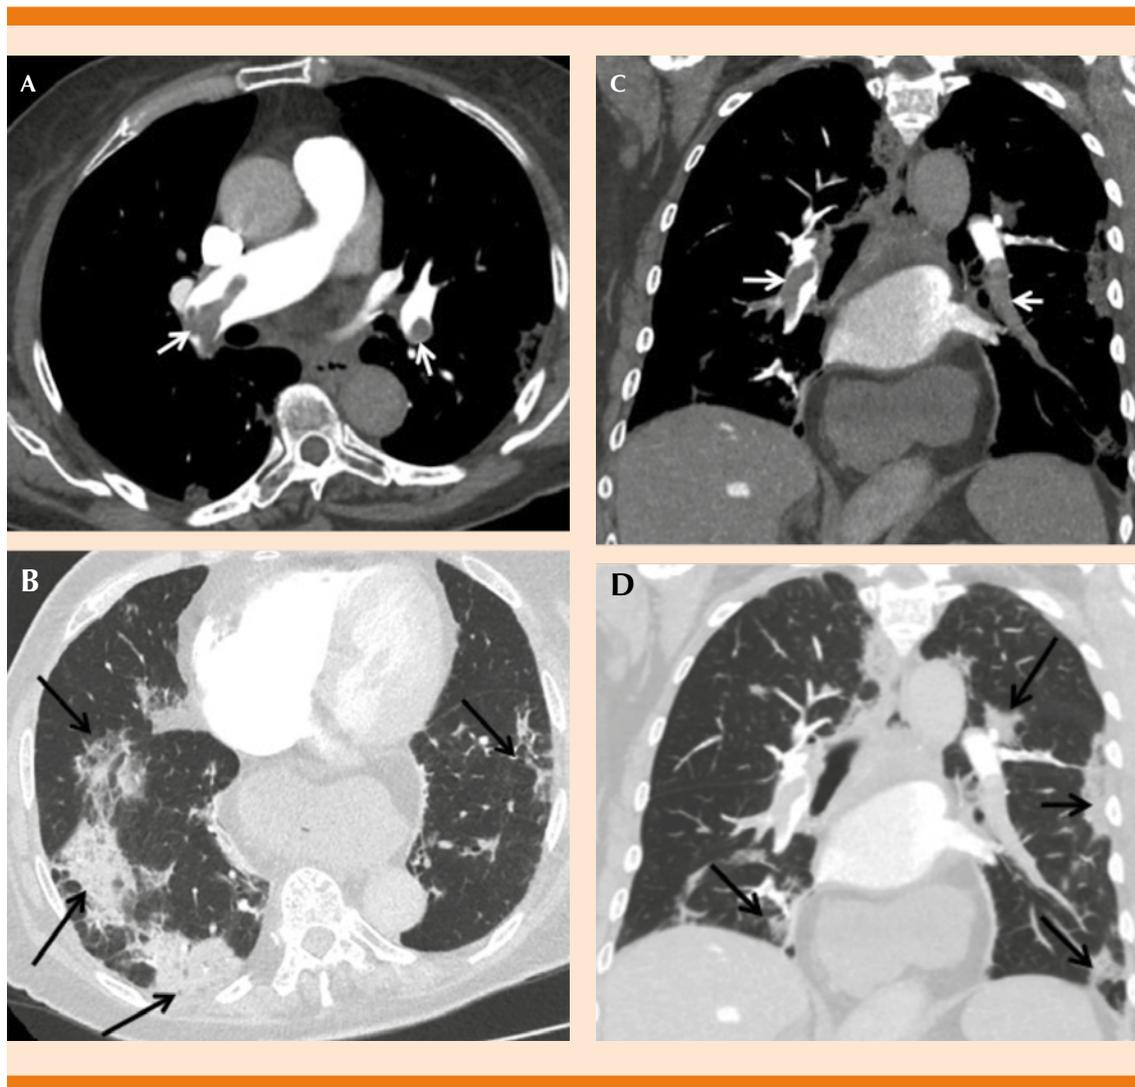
Paciente COVID-19 positiva con neumonía bilateral y tromboembolismo pulmonar bilateral. Angio-TC torácica tras la administración de contraste intravenoso en plano axial y ventana de mediastino (A), ventana pulmonar (B) y reconstrucciones en plano coronal con ventanas de mediastino (C) y pulmonar (D). Existen grandes defectos de repleción en las arterias pulmonares principales y lobares (flechas blancas), así como múltiples opacidades en vidrio deslustrado y áreas consolidativas pulmonares bilaterales, de predominio periférico (flechas negras).
